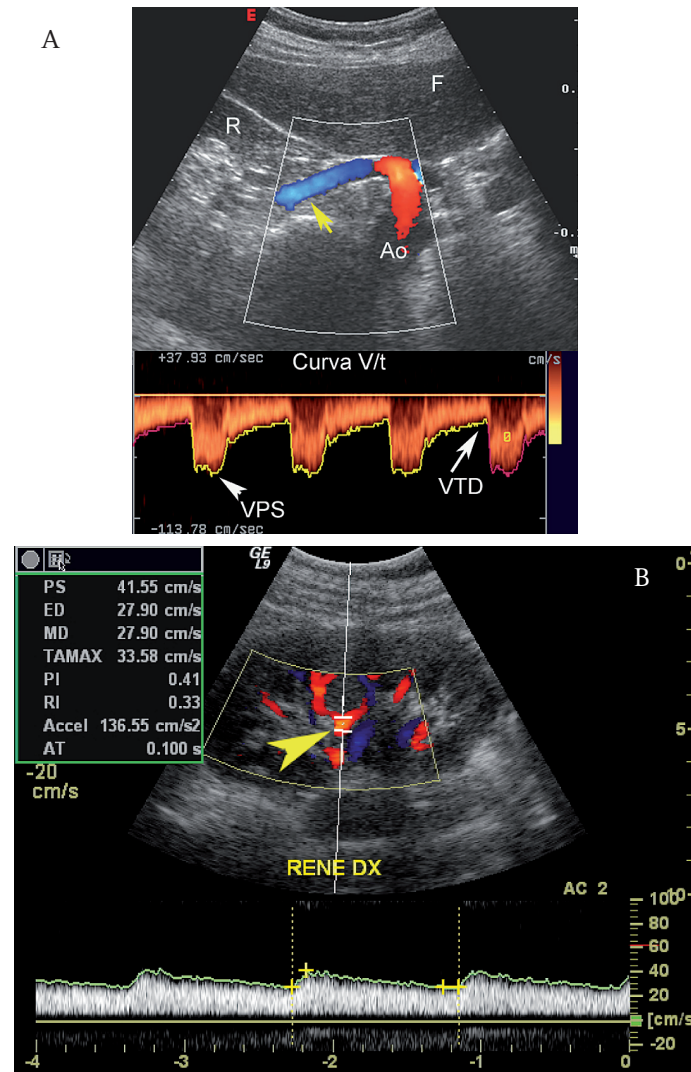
SCANSIONE COLOR DOPPLER SULL'OSTIO DELL'ARTERIA RENALE DESTRA (A). Anatomia vascolare e curva velocitometrica normale dell'arteria renale principale destra (freccia gialla). R = rene dx, F = fegato, Ao = aorta, VPS = Velocità di picco sistolico, VTD = velocità di picco diastolica. (B) Scansione coronale sul rene destro. Perfusione color Doppler ed analisi spettrale della curva velocitometrica di un'arteria segmentale.
